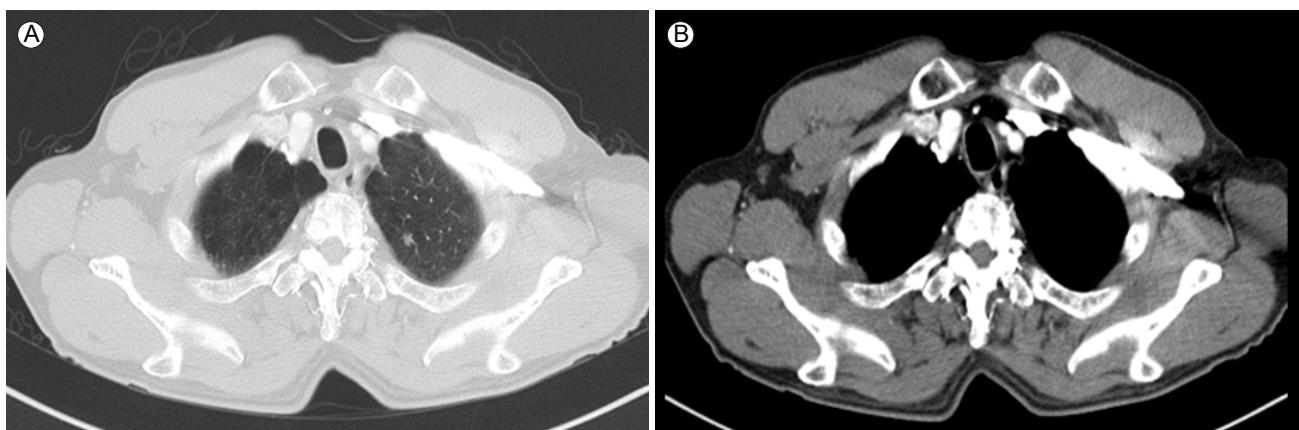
A 4-mm nodule in the left upper lobe, as seen on chest CT. CT, computed tomography.
